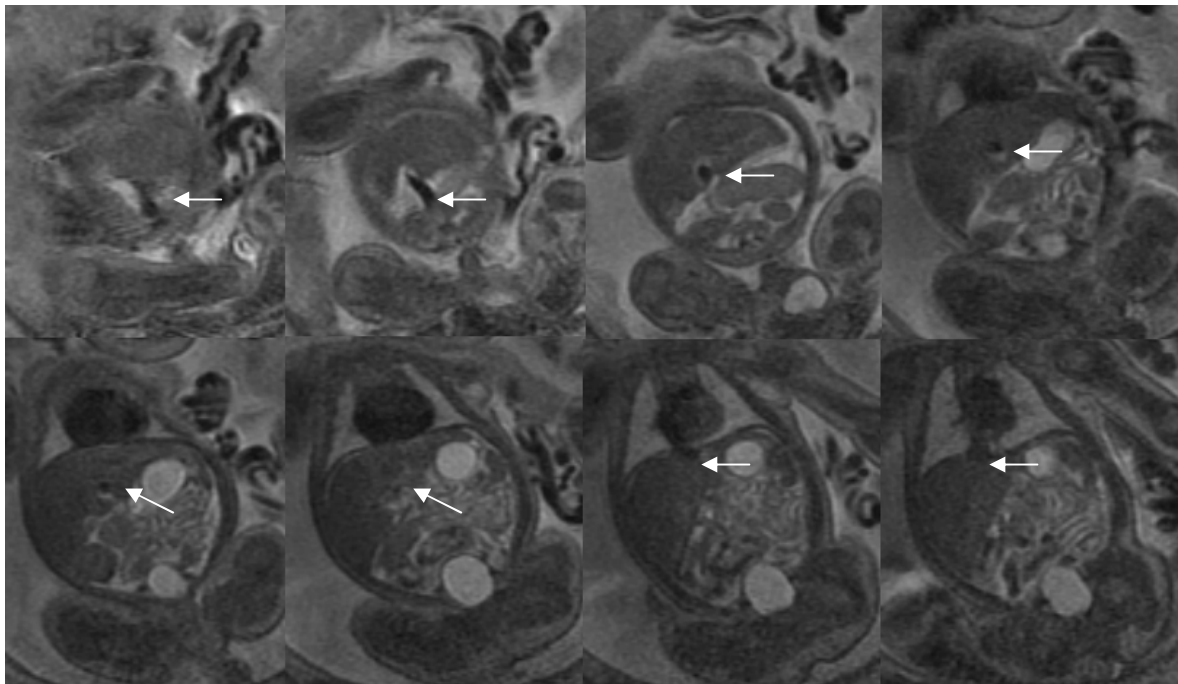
RM fetal mismo paciente que figura (secuencia SSFSE coronal T2). Se visualiza vena umbilical en todo su recorrido hasta VCI (flechas blancas).
